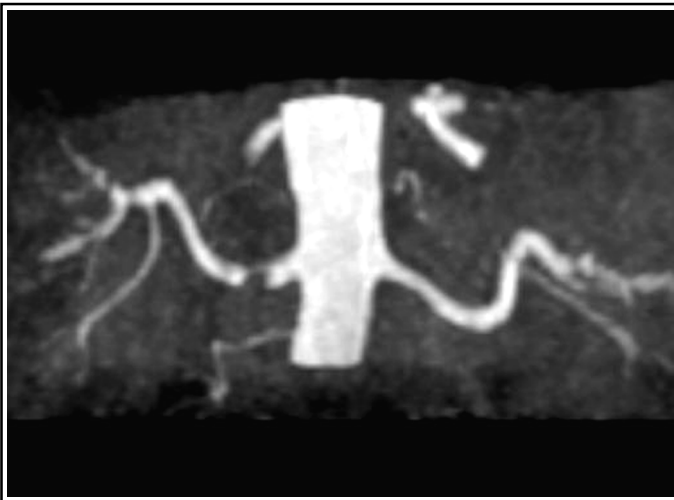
Angio-IRM : vue de face d'une sténose d'artère rénale droite.
